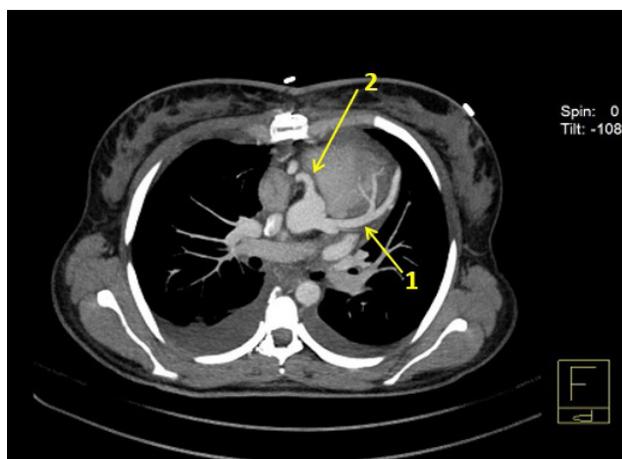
МСКТ органов грудной клетки после операции: 1 – реимплантированная левая коронарная артерия в восходящую аорту; 2 – правая коронарная артерия; 3 – восходящий отдел аорты; 4 – легочный ствол после пластики заплатой
